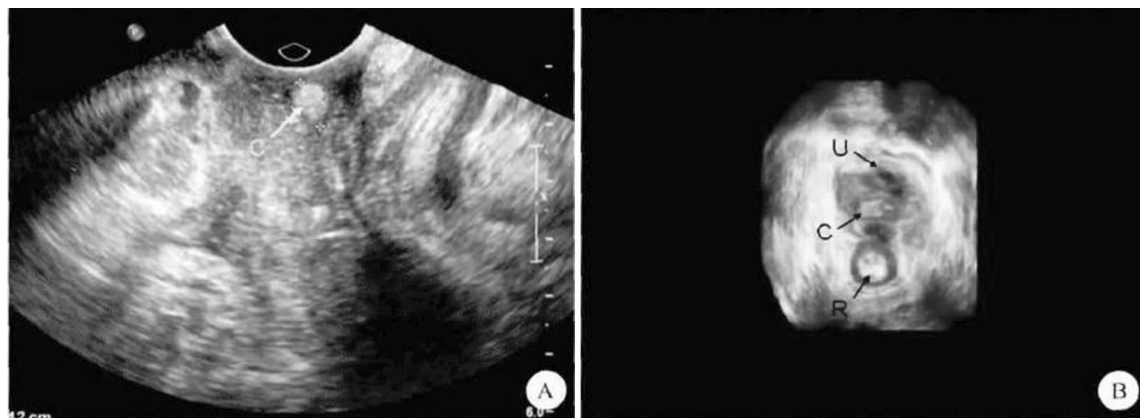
A 阴道二维超声,B 阴式三维彩超;C 为囊肿,U 为尿道,R 为直肠
